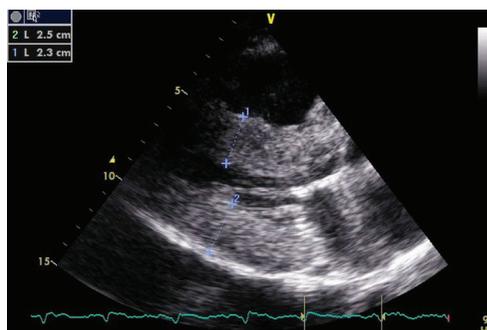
Ecocardiograma. Eje largo paraesternal con severo engrosamiento de septum y pared posterior de ventrículo izquierdo.
